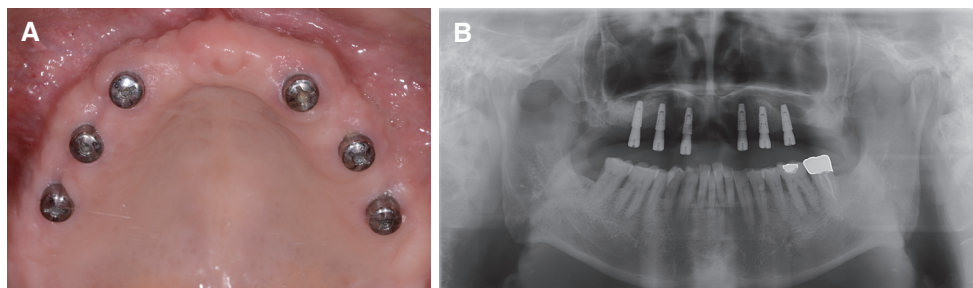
Intraoral view (A) and panoramic radiograph (B) after implant placement.
